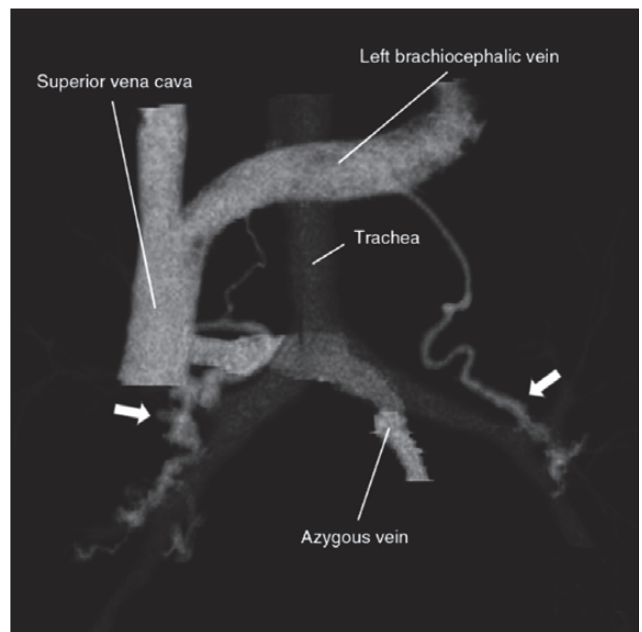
Реконструйована тривимірна комп'ютерна томографічна ангіографія: двобічні варикозні розширення вен бронхів (стрілки). Як правило, праві бронхіальні вени впадають у непарну вену, а ліві бронхіальні вени впадають у ліву верхню міжреберну вену, напівнепарну вену або додаткову напівнепарну вену. У цьому випадку, однак, праві бронхіальні вени переважно впадають у верхню порожнисту вену поблизу біфуркації непарної вени і частково впадають у плечоголовну вену, тоді як ліві бронхіальні вени впадають безпосередньо в плечоголовну вену ([46], ліцензія CC BY-NC 4.0)
